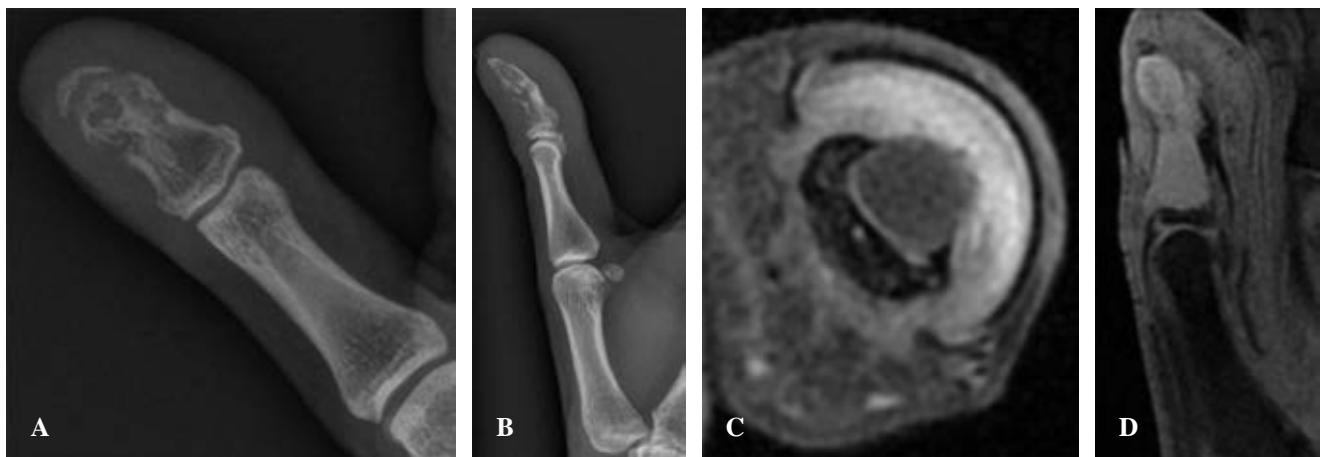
Radiografías y resonancia magnética nuclear. A y B) Pueden observarse signos de osteólisis a nivel de la falange distal del primer dedo de la mano derecha. C y D) Se observa una ocupación medular prácticamente completa de la falange distal con reabsorción endóstica y áreas de rotura cortical irregular, con márgenes hiperintensos de la lesión (signo de penumbra) en T2.
